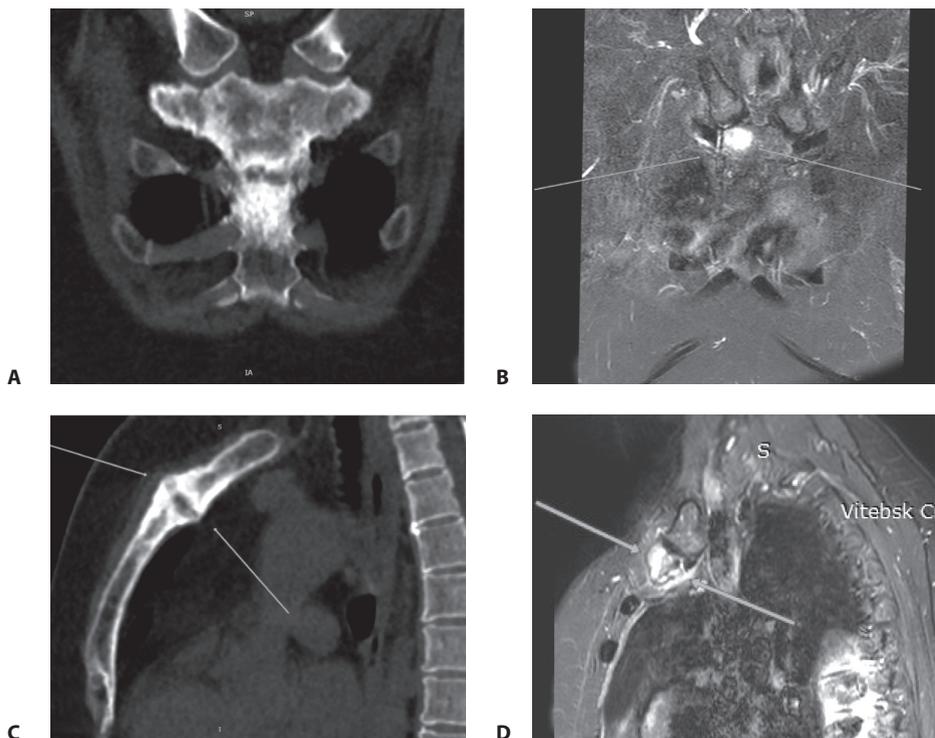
Результаты КТ (A, C) и МРТ (B, D) правого манубрио-стернального сочленения (описание в тексте)
